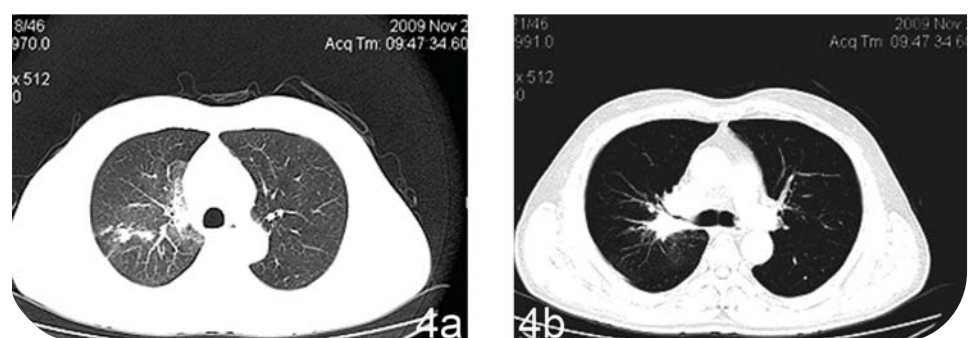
а,б. Компьютерная томография легких. Количество и размеры метастазов в верхней доле правого легкого уменьшились. Несколько расширился просвет верхнедолевого бронха
